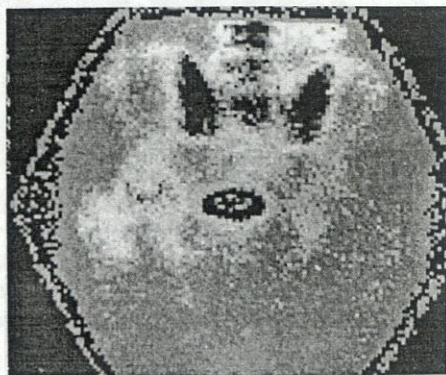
Сцинтиграфия больного с правосторонним АНГБК: гиперфиксация радиофармпрепарата в зоне остеонекроза головки правой бедренной кости (исследование в положении лежа на животе).
